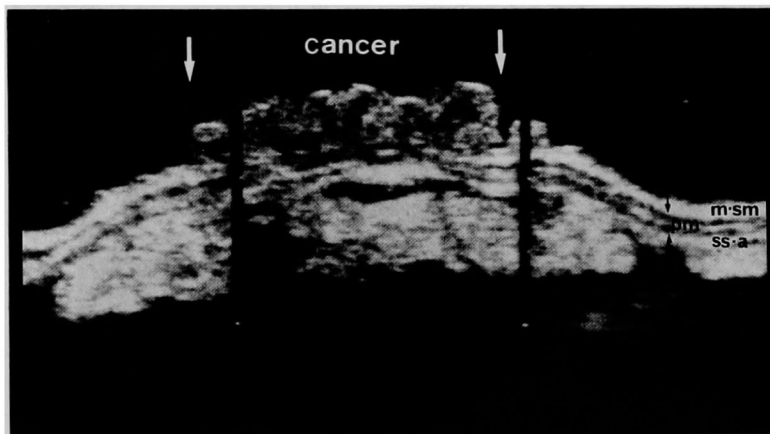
A 直腸癌および正常直腸壁の超音波断層像。
